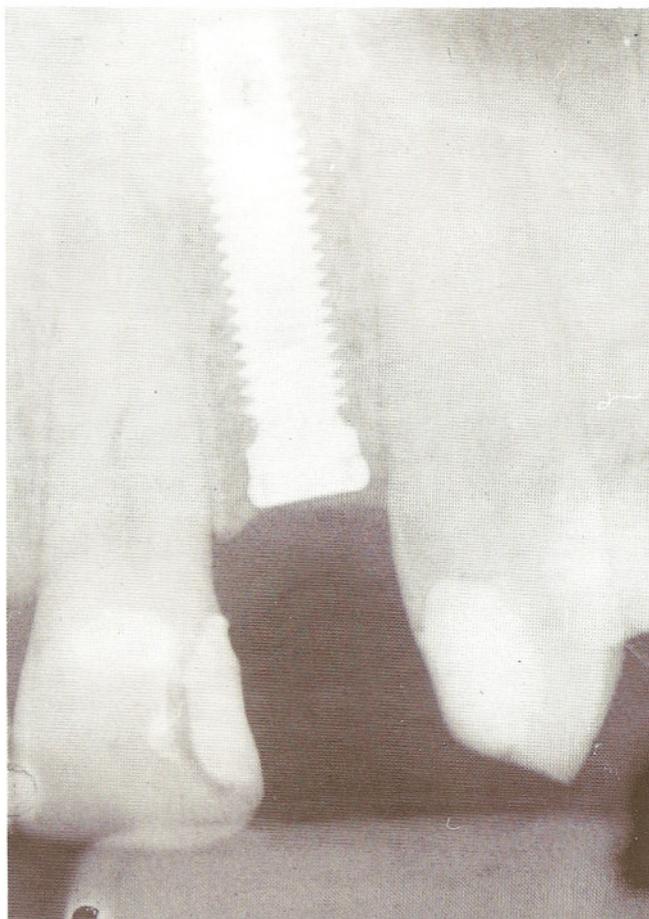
Radiografia periapical tomada 6 meses após a instalação do implante. Houve formação óssea ao redor do implante e diminuição da crista óssea interproximal.
